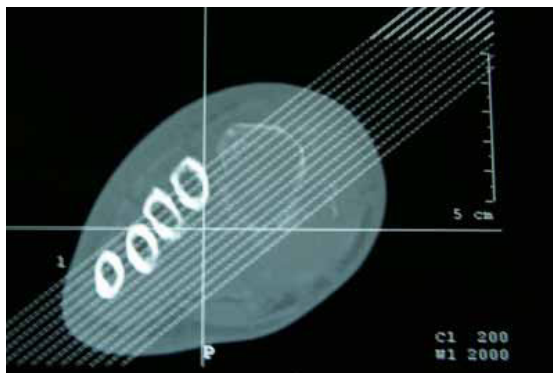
TAC (Tomografía Axial Computerizada) del pie derecho.
